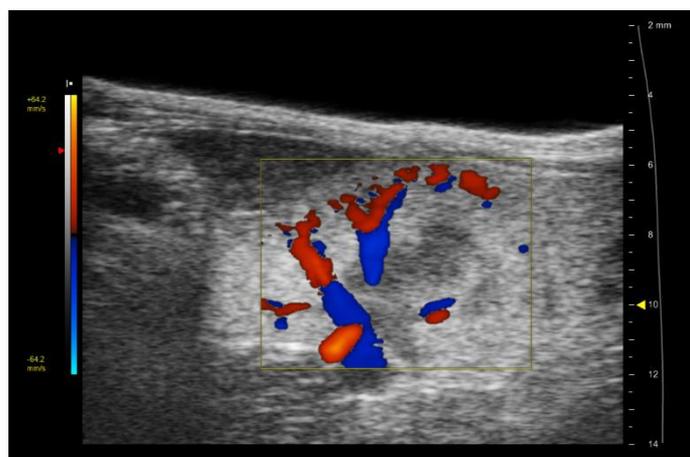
links: Visual Sonics Vevo 2100 Kleintier-Sonographiegerät (FUJIFILM VisualSonics 2020) Rechts: Beispielbild einer Doppler-Sonographie der linken Niere einer Maus (Aufnahme vom 22.05.2017).
